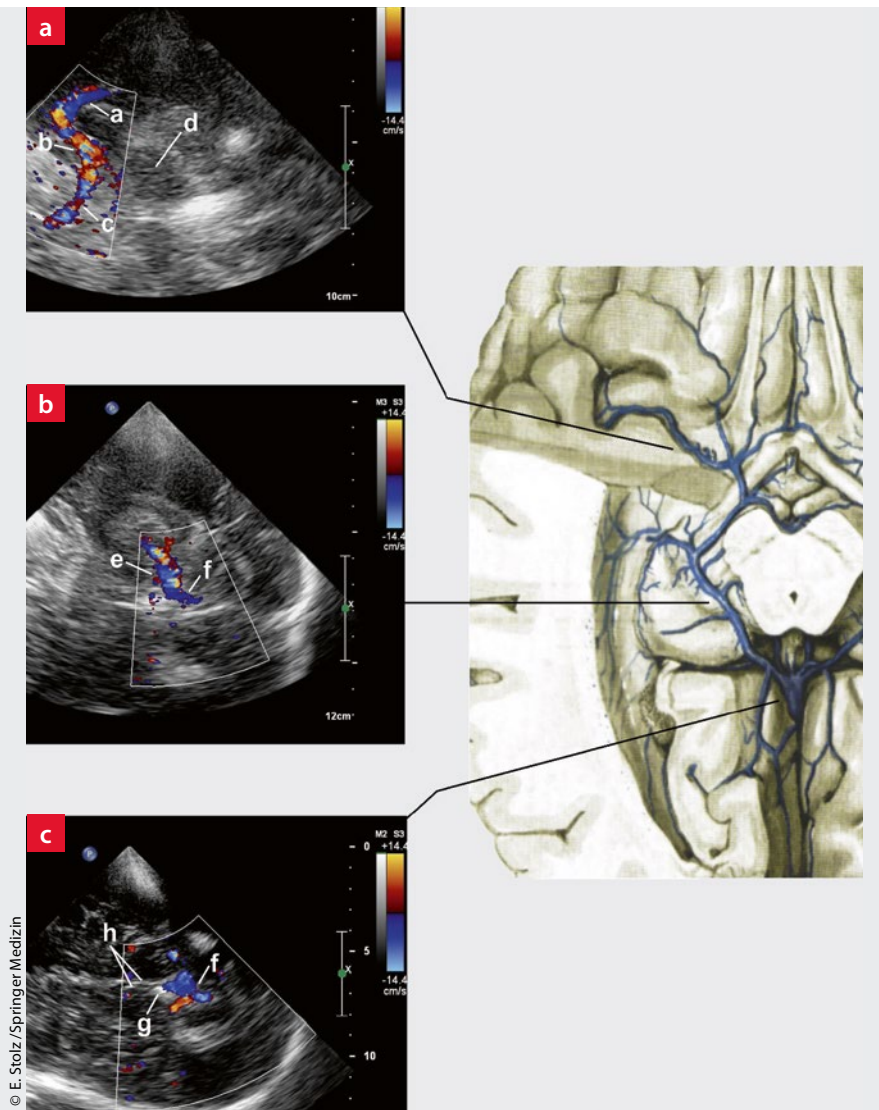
Transkranielle Farbduplexsonografie der tiefen Hirnvenen. a: V. cerebri media profunda (a) unmittelbar neben der A. cerebri media (b), A. cerebri anterior (c), Mesencephalon (d). b: Vena basalis (e) und Vena cerebri magna (f). c: Vena cerebri magna (f) und Beginn des Sinus rectus, echoreich dargestellte Pinealis (g), Doppelreflex des dritten Ventrikels (h). Anatomische Darstellung aus: von Lanz T, Wachsmuth W. Praktische Anatomie. Kopf, Teil A, Springer Verlag, 2004
